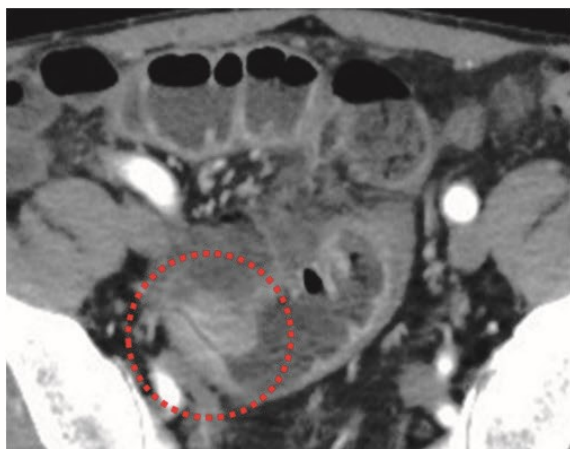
；腹部造影CT（早期相）、狭窄部（破線）を2か所で認め、口側腸管の拡張を認めた。
